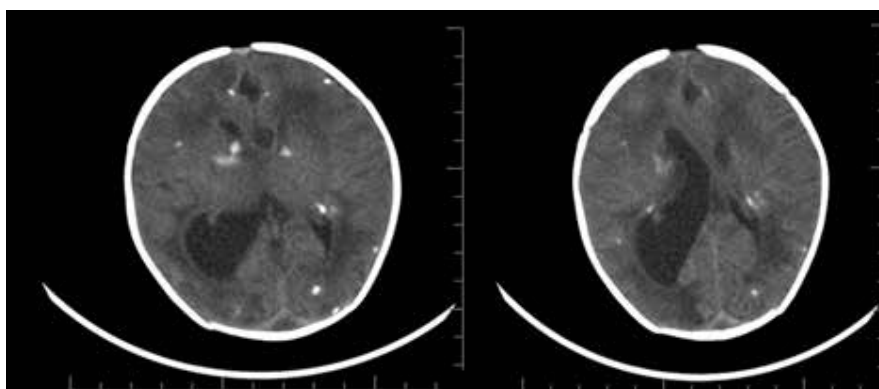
TAC simple de cráneo donde se observan múltiples calcificaciones cerebrales intraparenquimatosas, y ventriculomegalia derecha
